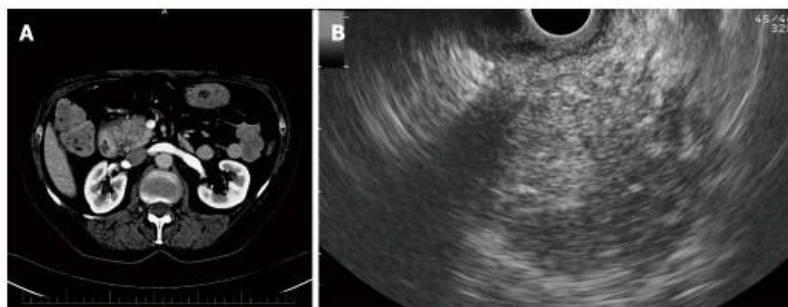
Imaging findings in a patient with autoimmune pancreatitis. A: Hypodense lesion in the pancreatic head on computed tomography; B: Hypoechoic lesion of the pancreatic head on endoscopic ultrasonography.
